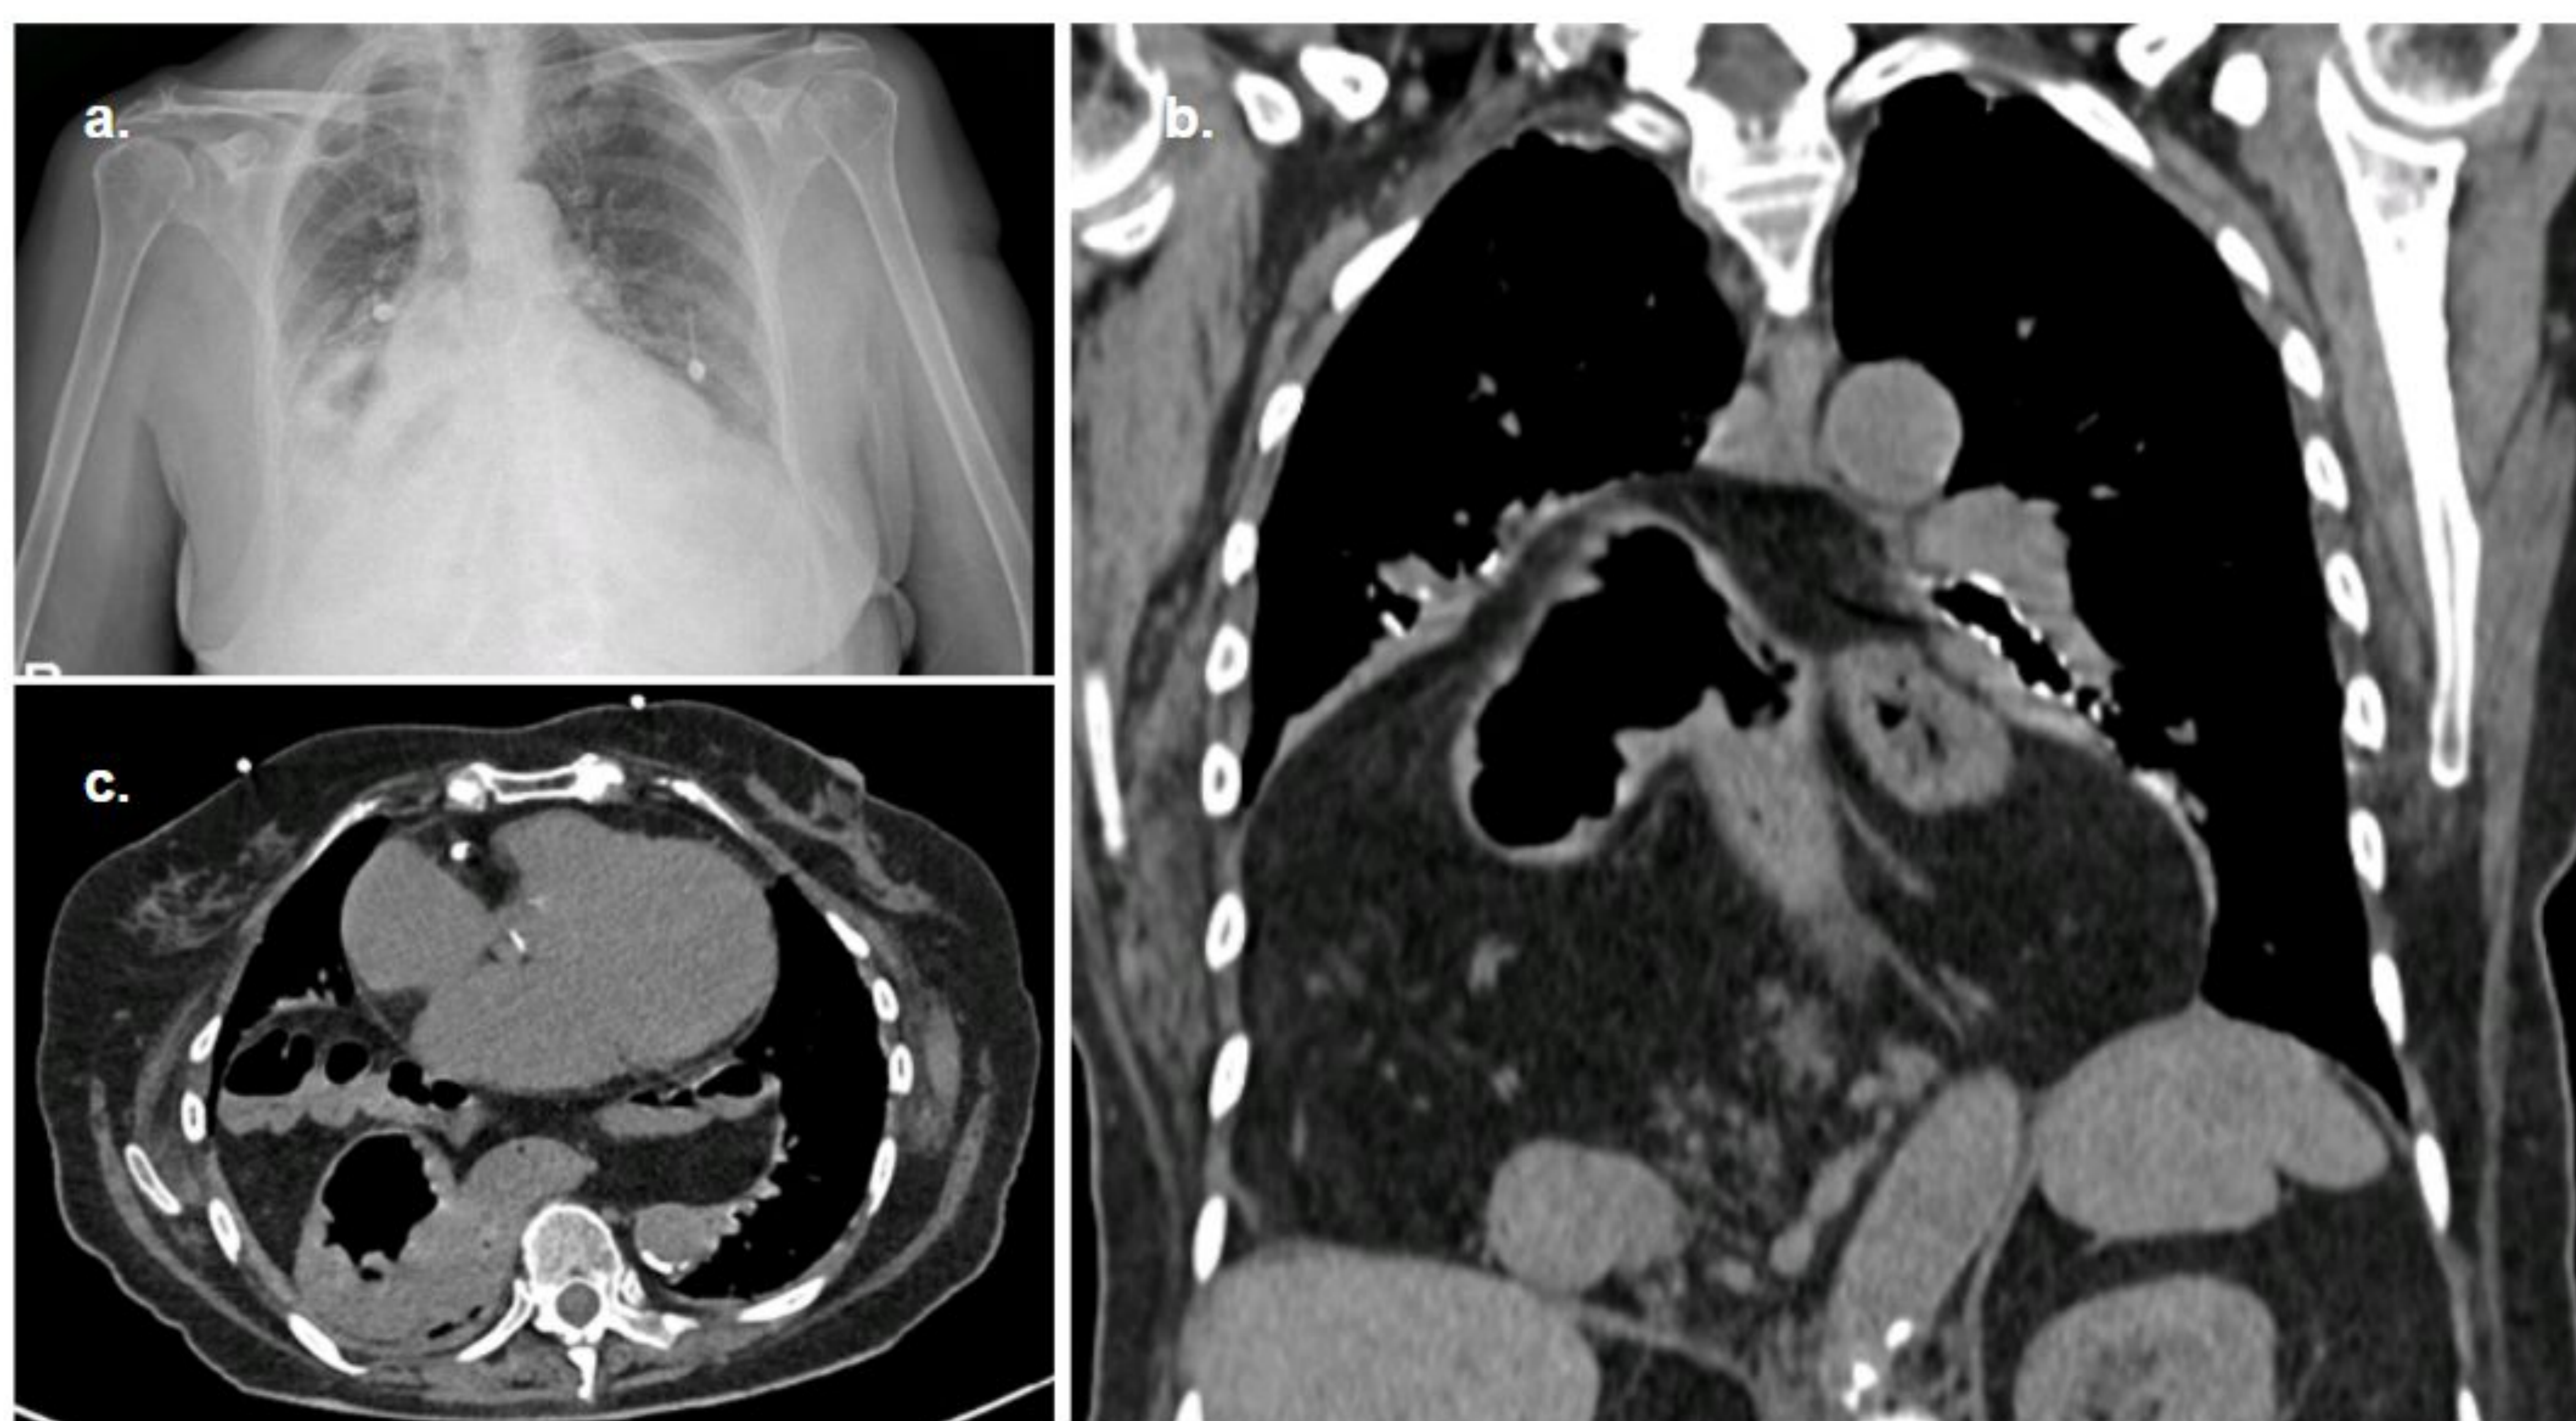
Radiografía de tórax (a) y TC en reconstrucción coronal (b) y plano axial (c) de una hernia de hiato tipo IV.
